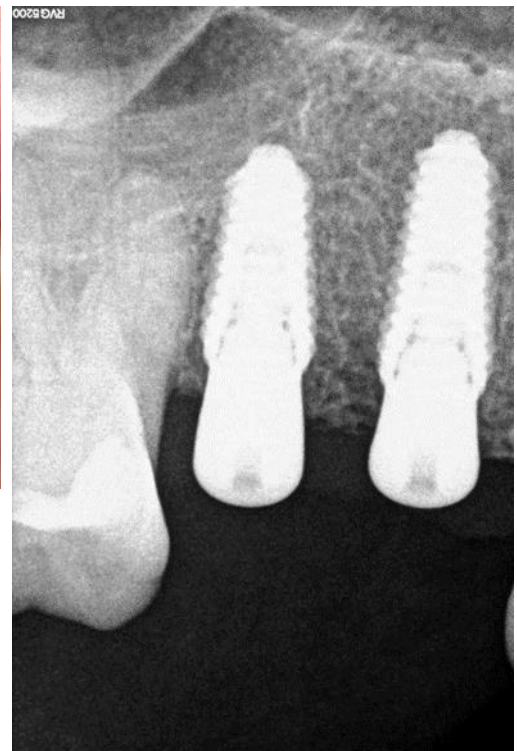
Radiografia final imediatamente após cirurgia
